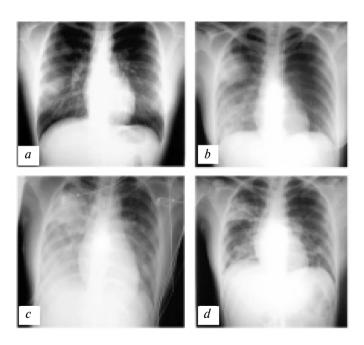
Рентгенограммы органов грудной клетки паци ентки (index patient), ставшей источником вспышки ТОРС в Гонконге, выполненные в различные периоды болезни после появления симптомов:
